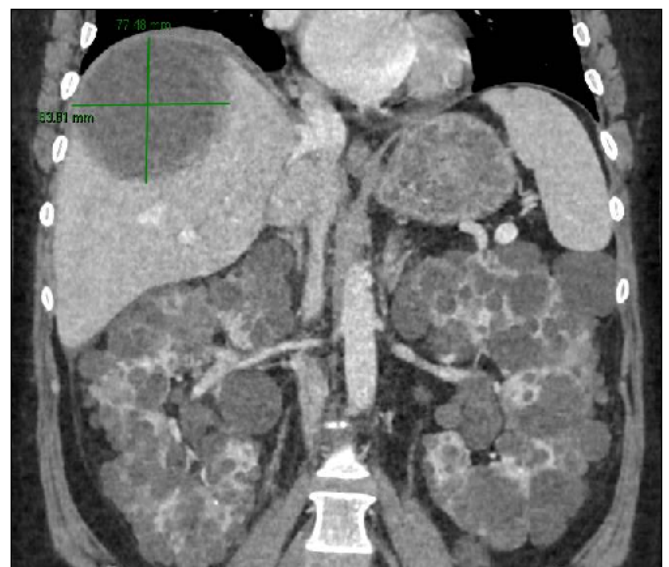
Corte coronal de TC de abdomen donde se observa absceso de 13x9cm, sin otras complicaciones asociadas.
